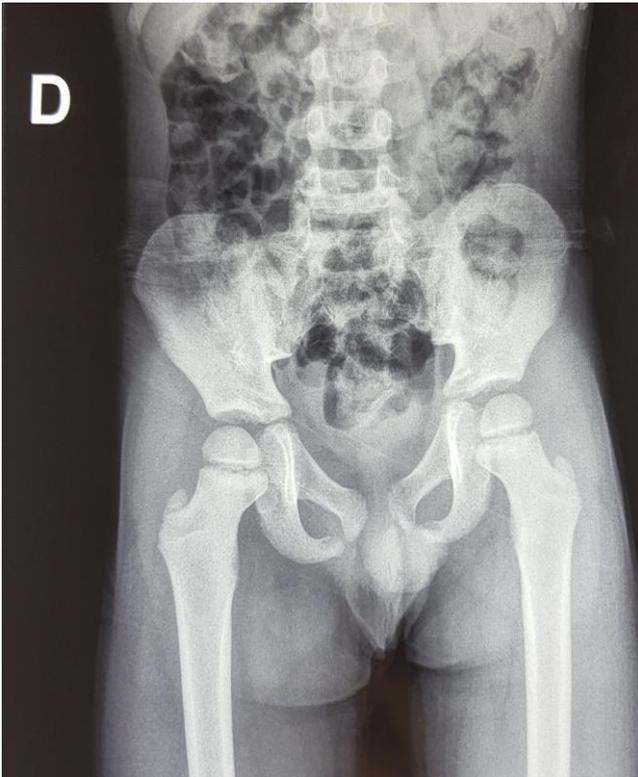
Radiographie standard du bassin de face de contrôle à trois mois du post opératoire. Tête fémorale en place et reste concentrique
